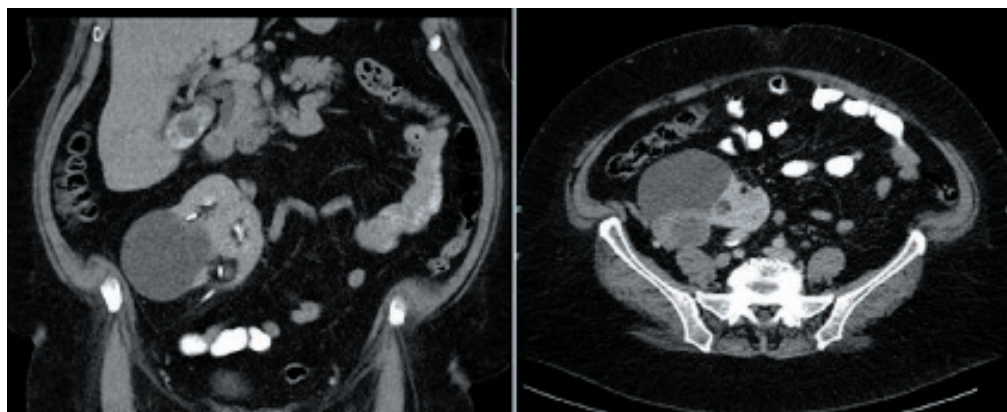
Computertomographie des Abdomens mit Beckenniere und Nierentumor (links: coronare rechts: transversale Ansicht).
